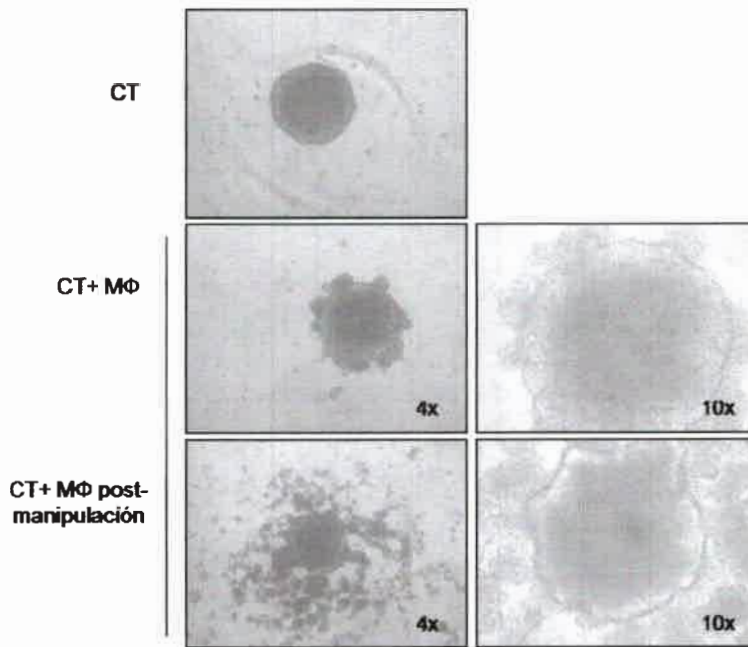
Estandarización de co-cultivos 3D. Imágenes representativas en campo claro de esferoides de 20000 células de la línea SW480 y RAW267.4 co-cultivados durante 72 h. Se observa disgregación de la estructura tridimensional después de ser manipulados. CT: célula tumoral, MΦ: macrófagos.
